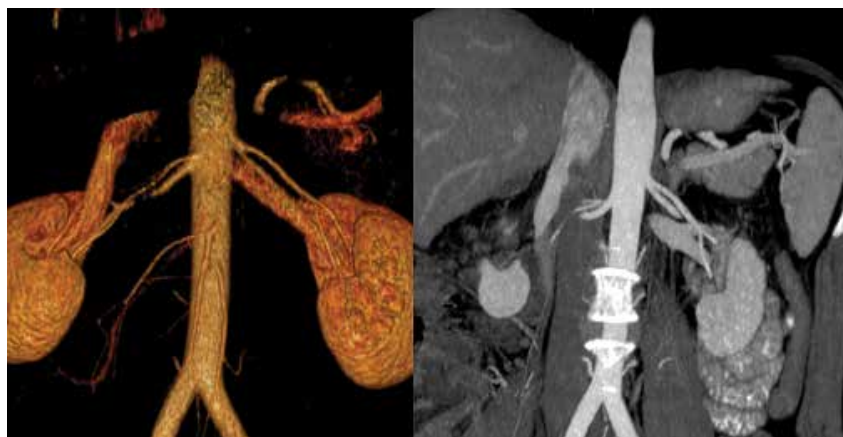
Компьютерно-томографическое 3D-моделирование перед забрюшинной лимфаденэктомией у пациента 29 лет
